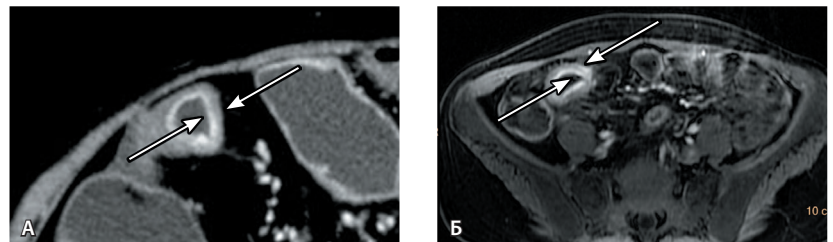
Слоистое усиление и высокая контрастность (стратификация) внутри утолщенной стенки подвздошной кишки с образованием двух непрерывных утолщенных слоев – симптом «мишени» (стрелки), по данным мультиспиральной компьютерной томографии (А) и магнитно-резонансной томографии (Б), артериальная фаза
